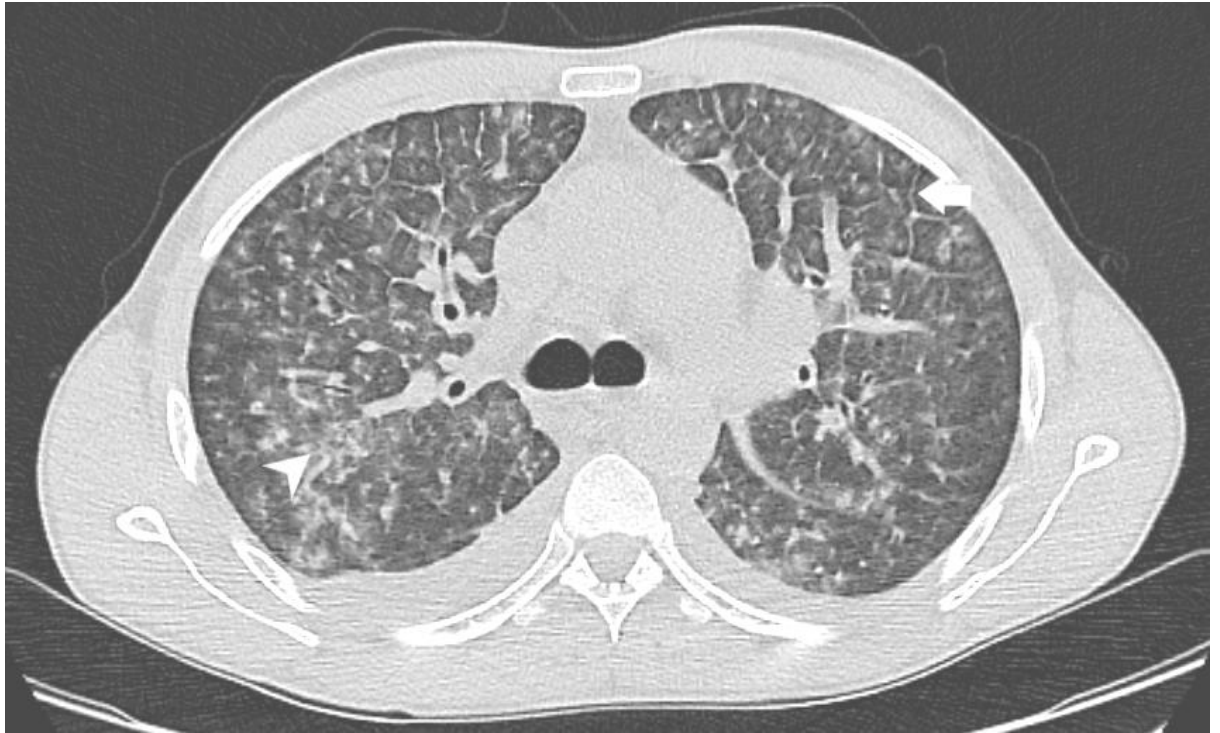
&2: TC de tórax evidencia espessamento de septos conjuntivos (seta), além de consolidações e áreas com atenuação em vidro fosco (cabeça de seta) em dois pacientes nefropatas com hemoptise. Observar derrame pleural associado no primeiro paciente.
